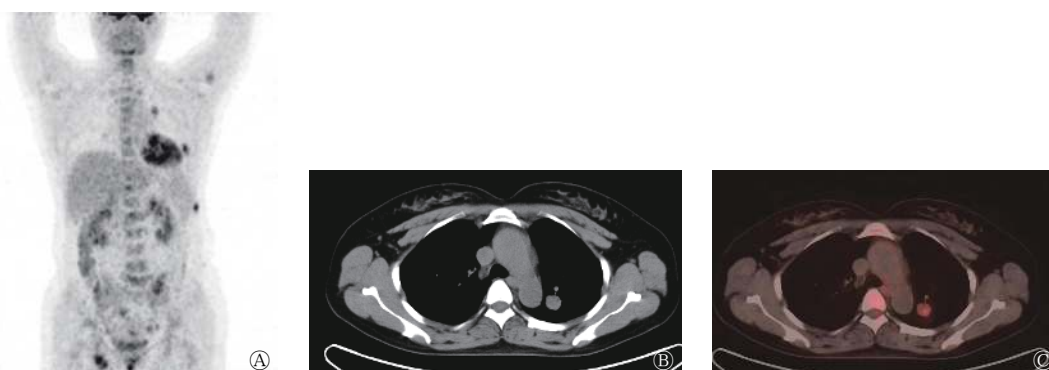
周围型肺类癌患者(女性, 47岁)的 ^{18}F -FDG PET/CT图像 图中, A: 全身最大密度投影图, 显示左肺上叶一 ^{18}F -FDG代谢增高影, 左侧多根肋骨、左侧髂骨及右侧耻骨多发 ^{18}F -FDG代谢增高灶; B: 横断面CT图, 显示左肺上叶类圆形软组织结节, 密度均匀, 边缘光滑; C: 横断面PET/CT融合图, 显示左肺上叶结节 ^{18}F -FDG代谢轻度增高, $\text{SUV}_{\text{max}}=4.32$ 。 ^{18}F -FDG: 氟脱氧葡萄糖 F18; PET/CT: 正电子发射断层显像计算机断层摄影术; SUV_{max} : 最大标准化摄取值
